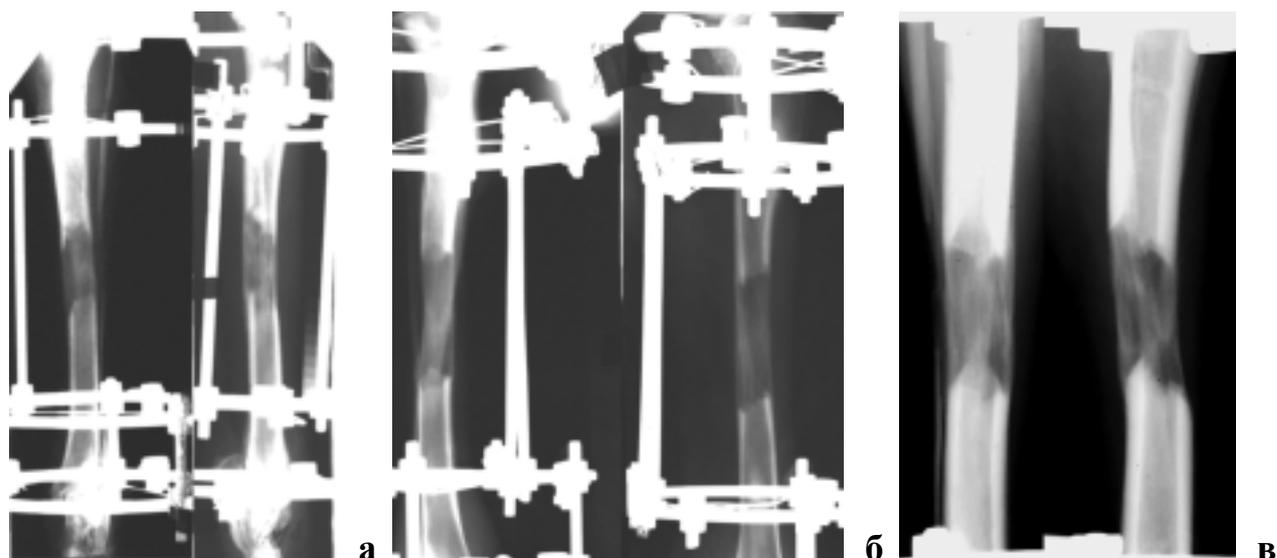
Рентгенограммы голени того же эксперимента через месяц фиксации: а – темп удлинения 1 мм в сутки, б – 2 мм в сутки, в – 3 мм в сутки.
